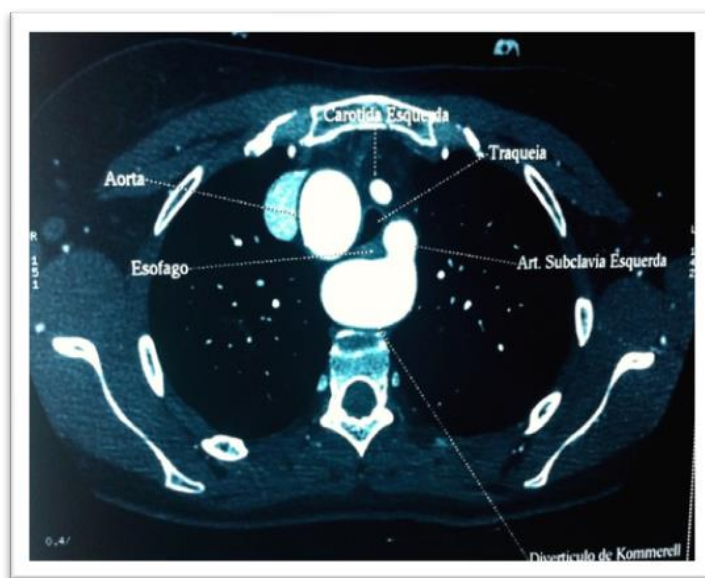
Tomografia computadorizada evidenciando Divertículo de Kommerell e compressão da traquéia.
